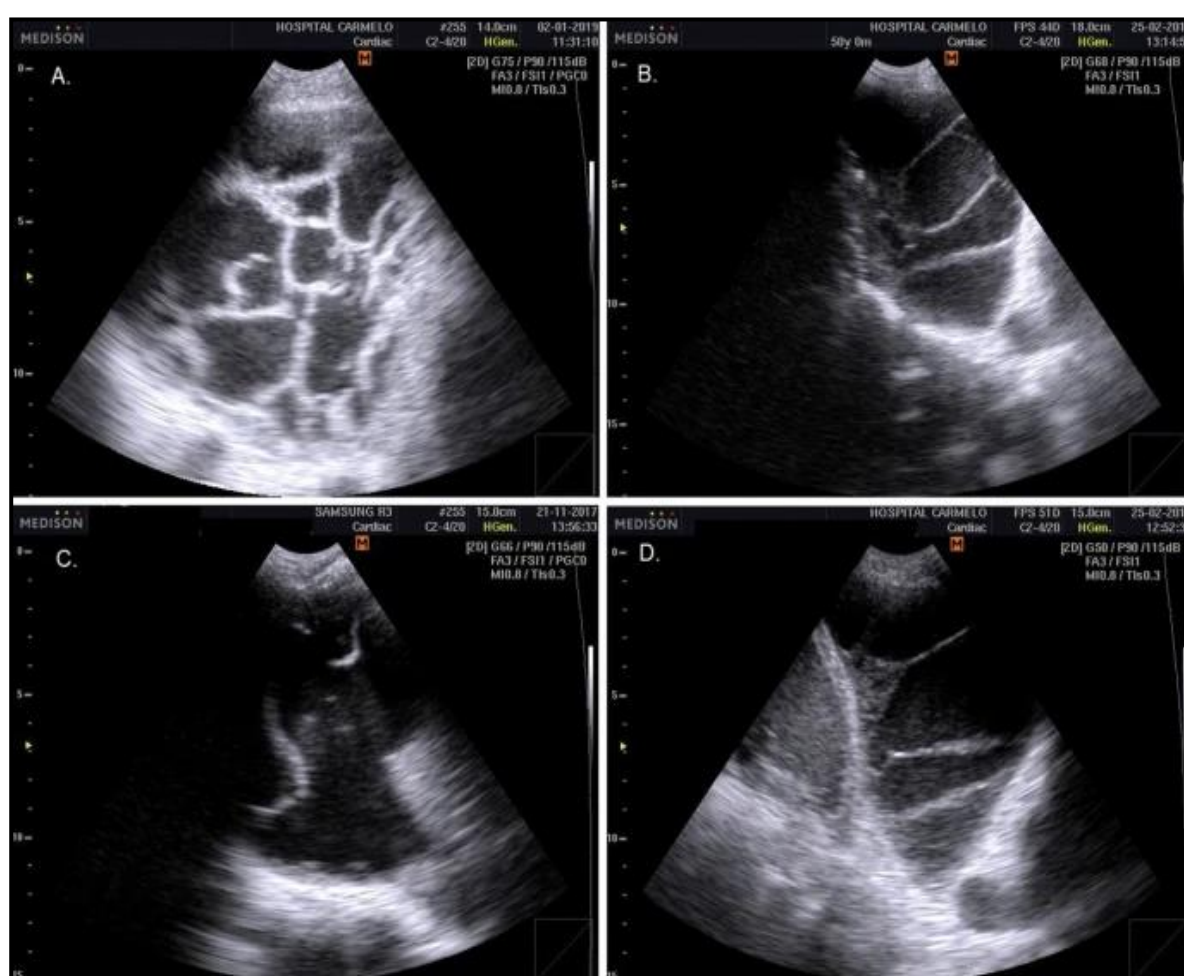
Image échographique montrant un épaississement pleural adjacent à un épanchement complexe, avec de fines cloisons et des filaments fibrineux donnant un aspect réticulé ou ramifié.[55]
